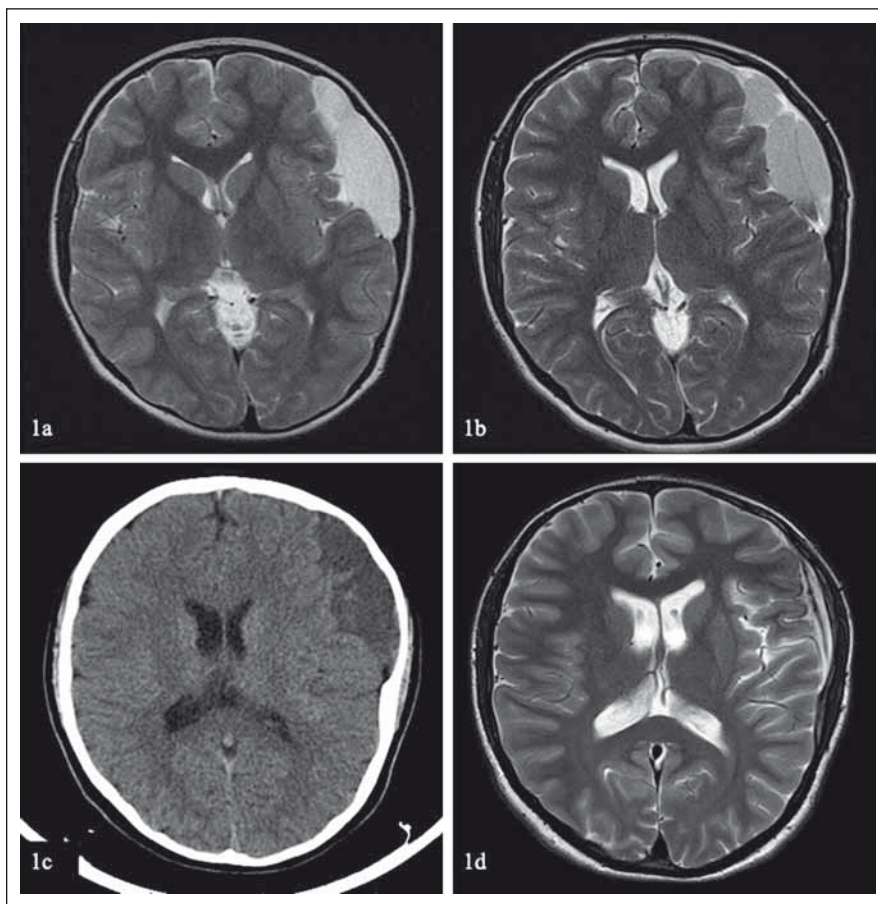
(a) A Galassi III middle fossa cyst diagnosed at the age of 6. (b) Signs of older intracystic hemorrhage into the patient's arachnoid cyst on a routine MRI follow-up at age 15. (c) Patient's CT scan at admission showing a stable arachnoid cyst at the age of 15. (d) Near-total resolution of the arachnoid cyst on a 6-month follow-up MRI.
